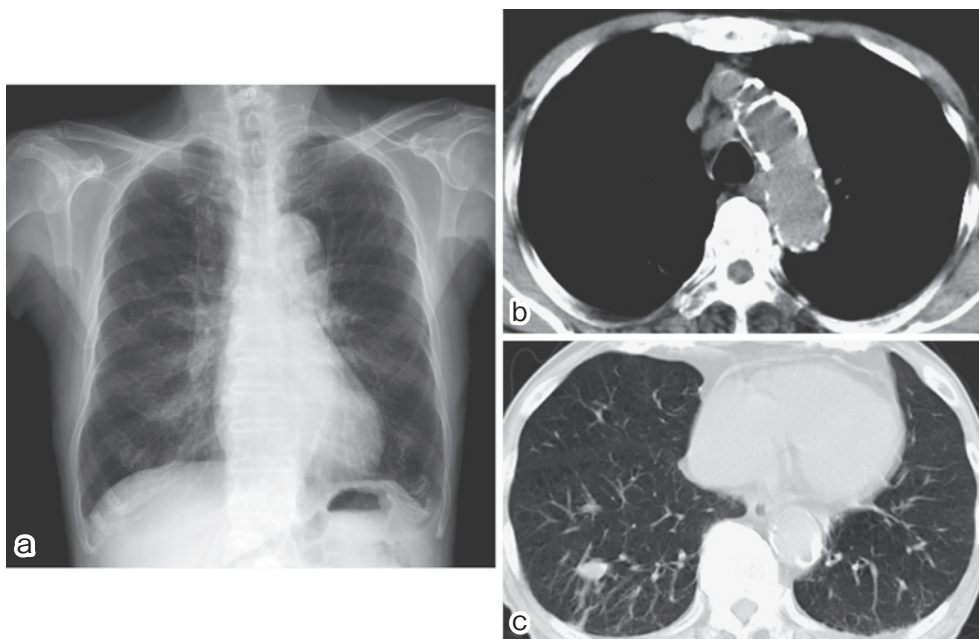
放射線照射終了後の'11.9月の胸部X線, 10月の胸部CT
